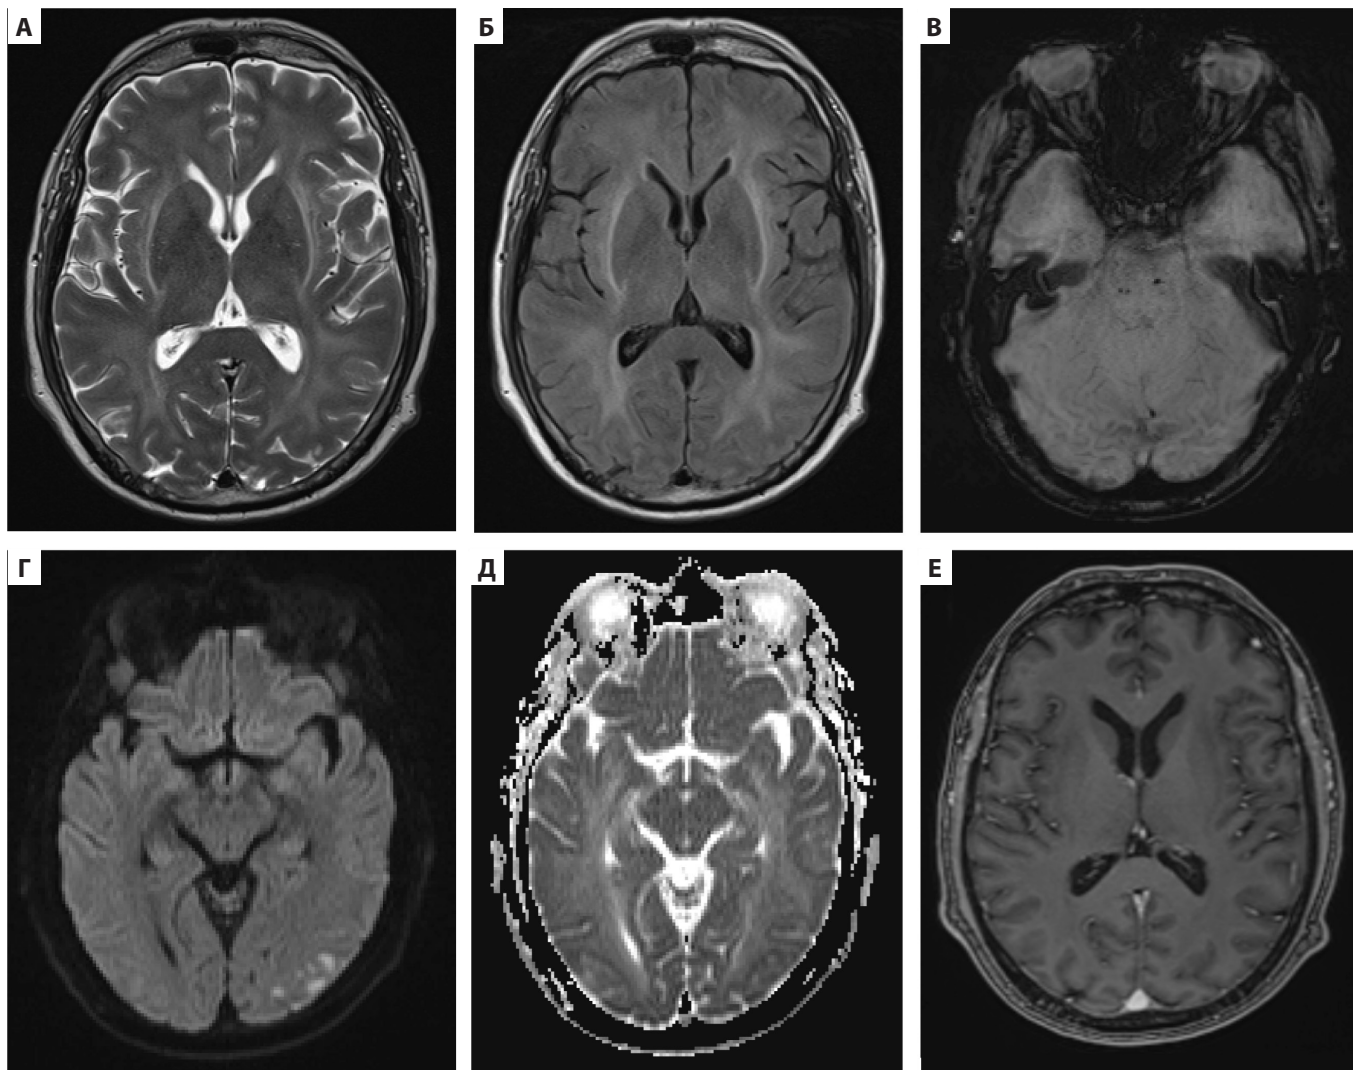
ICANS. МРТ головного мозга с контрастным усилением в режимах T2-ВИ (А) и FLAIR (Б) определяют гиперинтенсивные участки в наружной капсуле и перивентрикулярном белом веществе. В режиме SWI (В) в стволе мозга определяются очаги выпадения сигнала, соответствующие микрокровоизлияниям. Отмечается ограничение диффузии в кортикальных отделах левой затылочной доли (Г, Д). На постконтрастном изображении в режиме T1-ВИ (Е) патологического контрастного усиления не выявлено [6]
